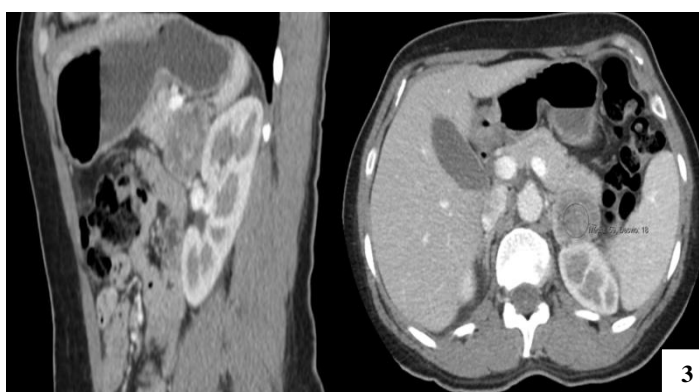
TC abdominal com imagem nodular sólida na glândula supra-renal esquerda em vista de perfil e em corte transversal.
